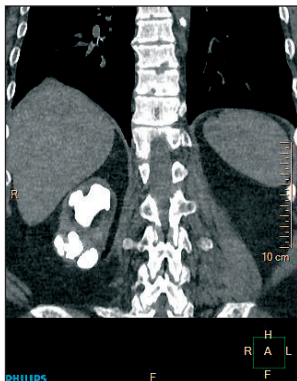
Мультиспиральная КТ забрюшинного пространства
